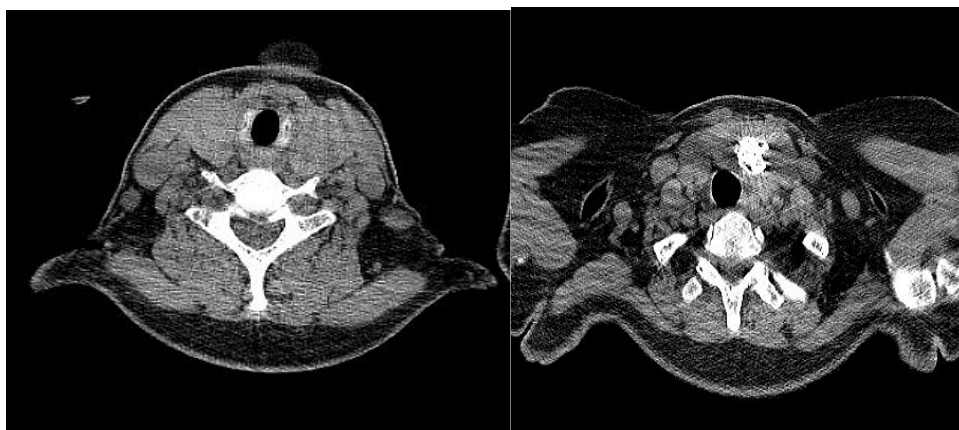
Tomografía simple axial de tórax ventana intermedia.
